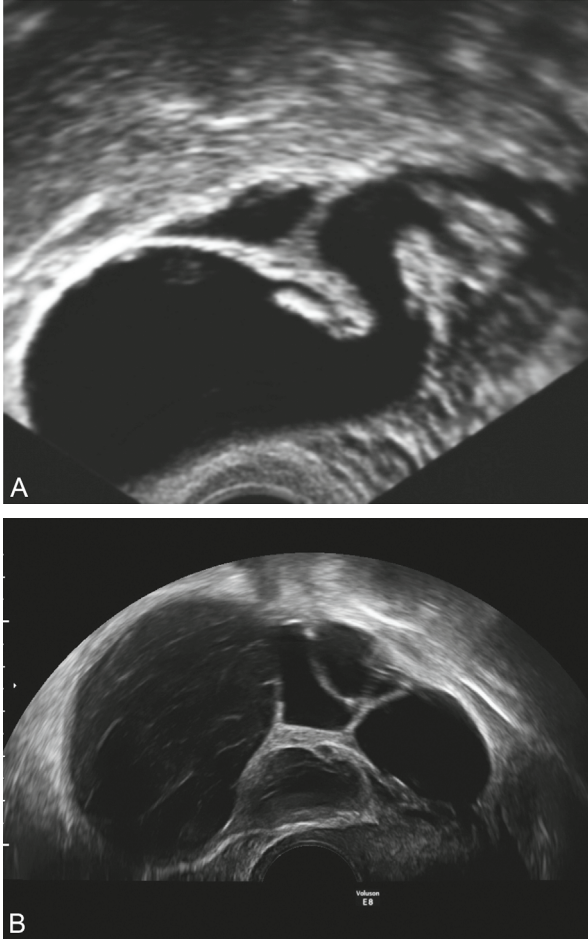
Échographie 2D par voie vaginale. Présence d'une masse latéro-utérine oblongue anéchogène avec présence de septa évocatrice d'hydrosalpinx.
